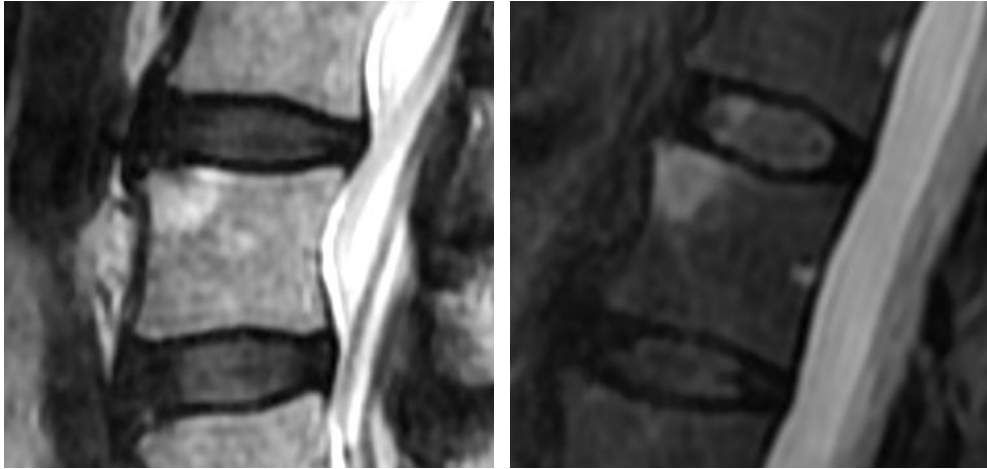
RM de columna lumbar sagital en secuencias T2 y STIR. Alteración de señal de esquina anterosuperior de L4 en relación con edema.
